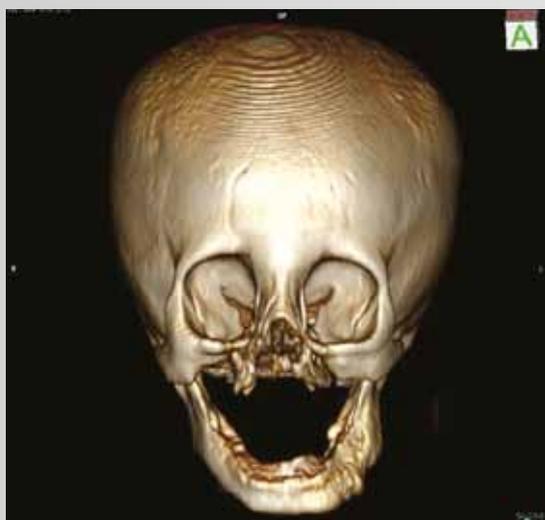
Компьютерная томография костей черепа при повторном поступлении: деструктивно-продуктивное поражение нижней челюсти слева
